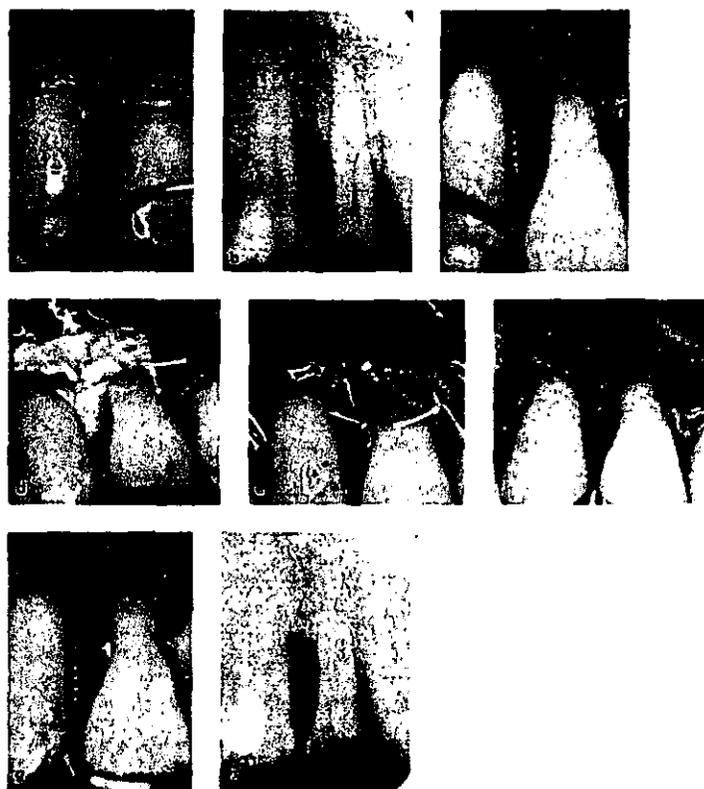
Caso clínico en la que se presenta a) sondeo preoperatorio en la que se muestra la cantidad de hueso perdido. b) radiografía preoperatoria en la que se evidencia la pérdida ósea transversal. c) sondeo del defecto óseo descubierto en el momento de la cirugía. d) colocación de una membrana no absorbible. e) sutura en puntos independiente. f) momento del retiro de la membrana., g) sondeo y h) radiografía trans-operatoria y post-operatoria respectivamente.
